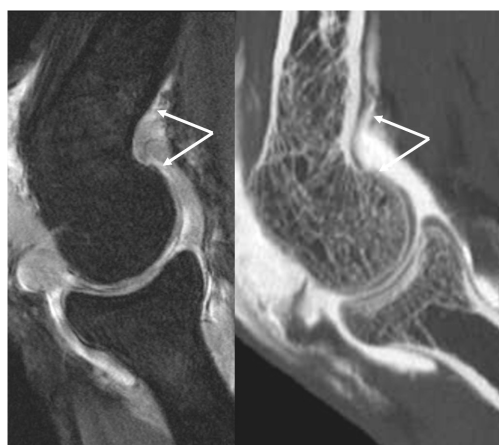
coupes sagittales en arthro-IRM et arthroscanner. Consolidation vicieuse d'une fracture du coude : consolidation osseuse avec antéversion trop prononcée de la palette humérale (flèches).
